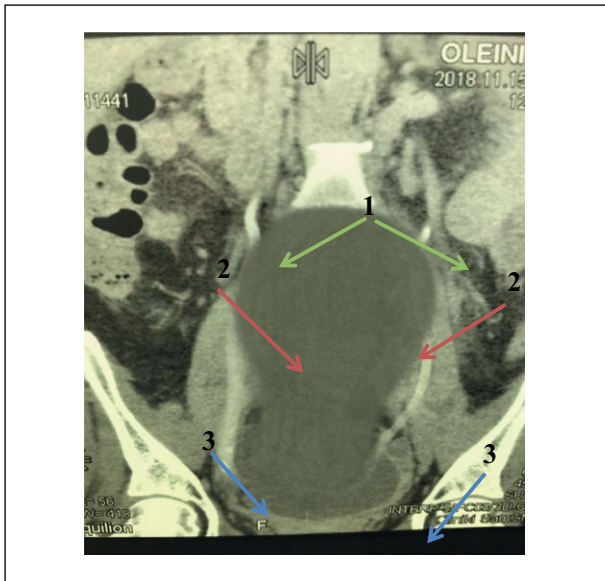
Фронтальная проекция. Компьютерная томограмма с контрастом. В мочеточниках с обеих сторон отмечается наличие контраста (1). Мочевой затек (2). Мочевой пузырь (3).
